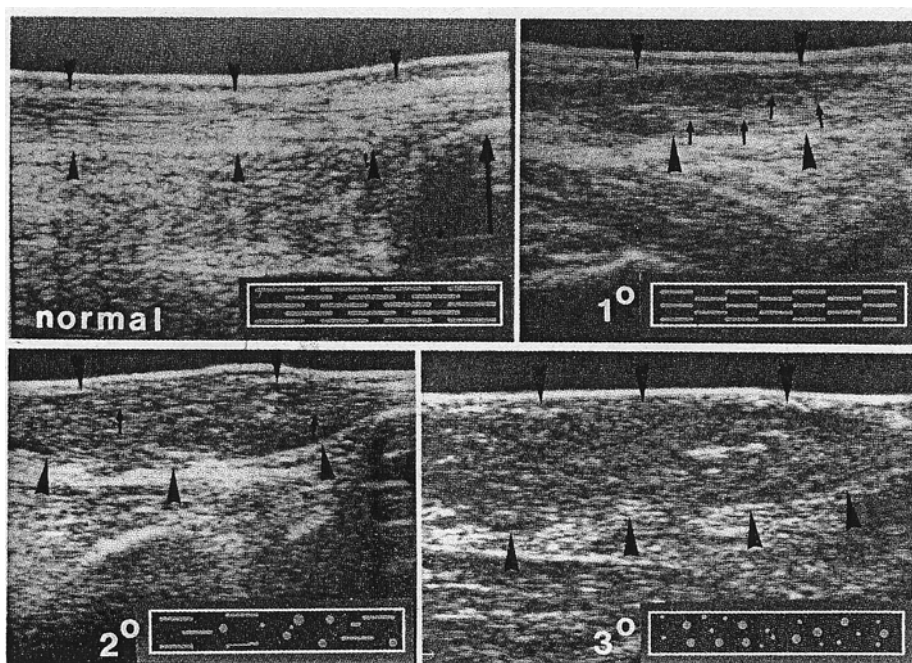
Sonographische Klassifikation der AS
